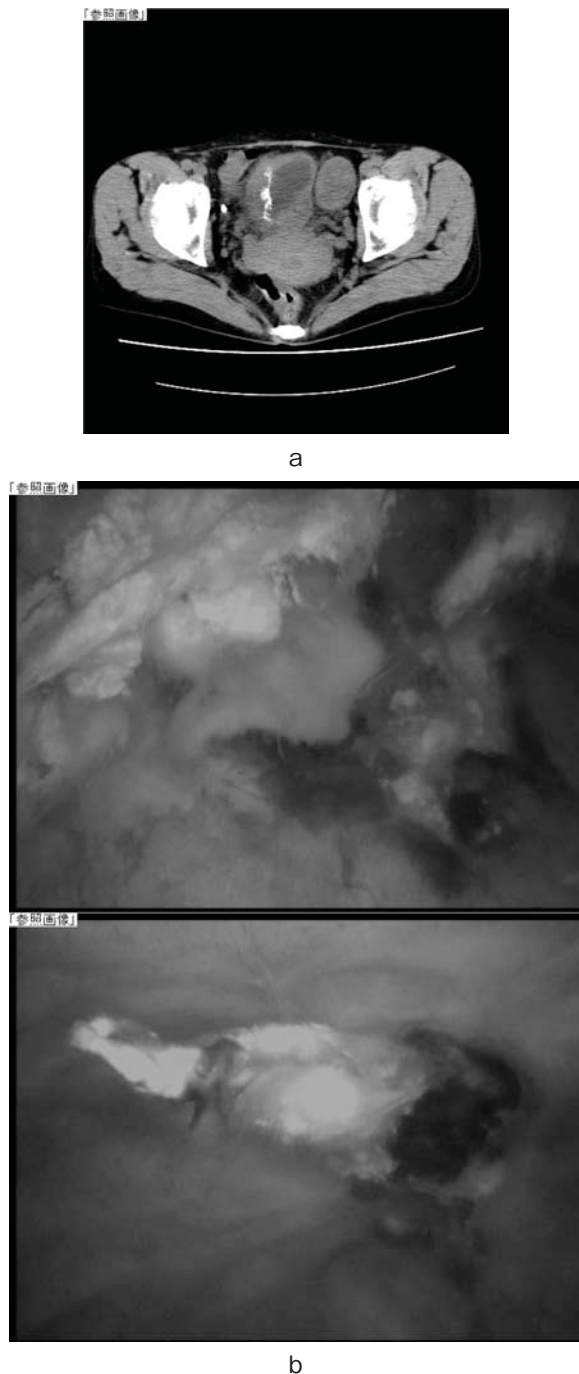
a: Plain CT five months after transplantation showed high lumined lesions protruding from the anterior wall of the bladder. b: Cystoscopy revealed white tissues hanging from the anterior wall of the bladder.
